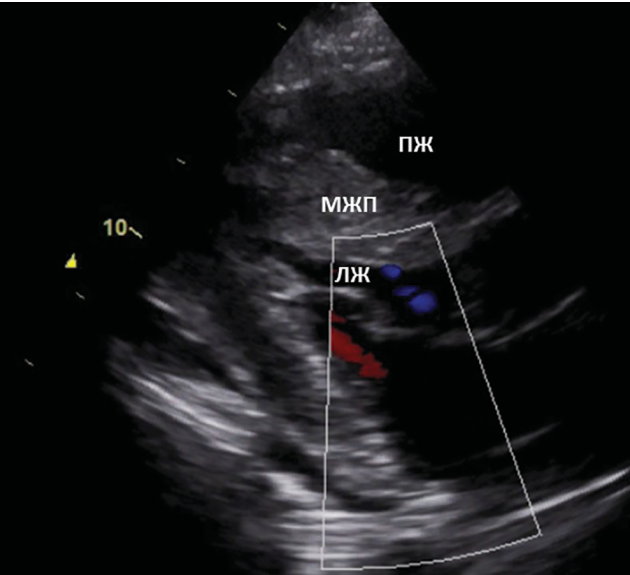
А. Эхокардиограмма (Фото предоставлены доктором Ганиевой И.И.). Парастеральная позиция по длинной оси (диастола): гипертрофия левого желудочка
